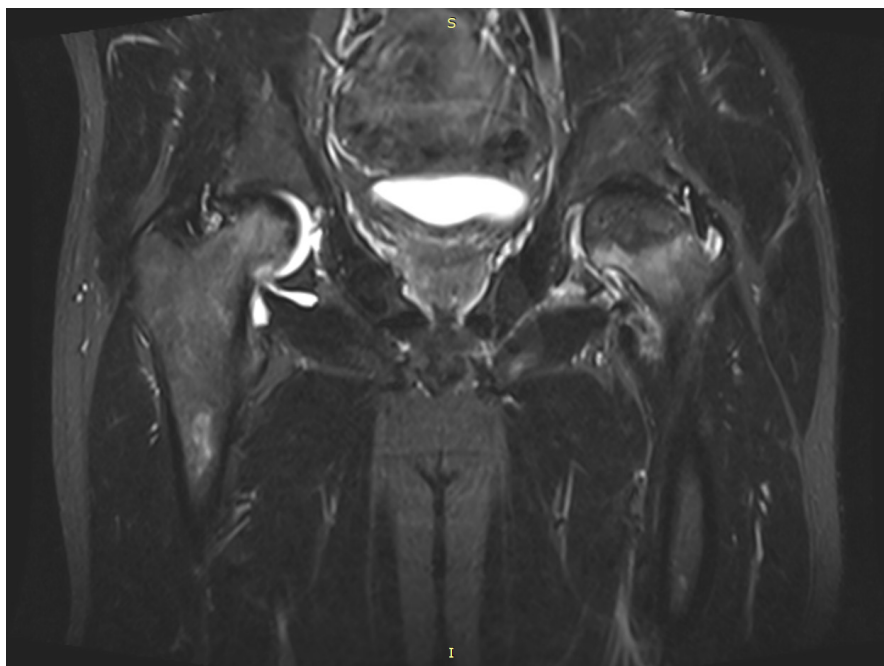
Магнитно-резонансная томография тазобедренных суставов.
